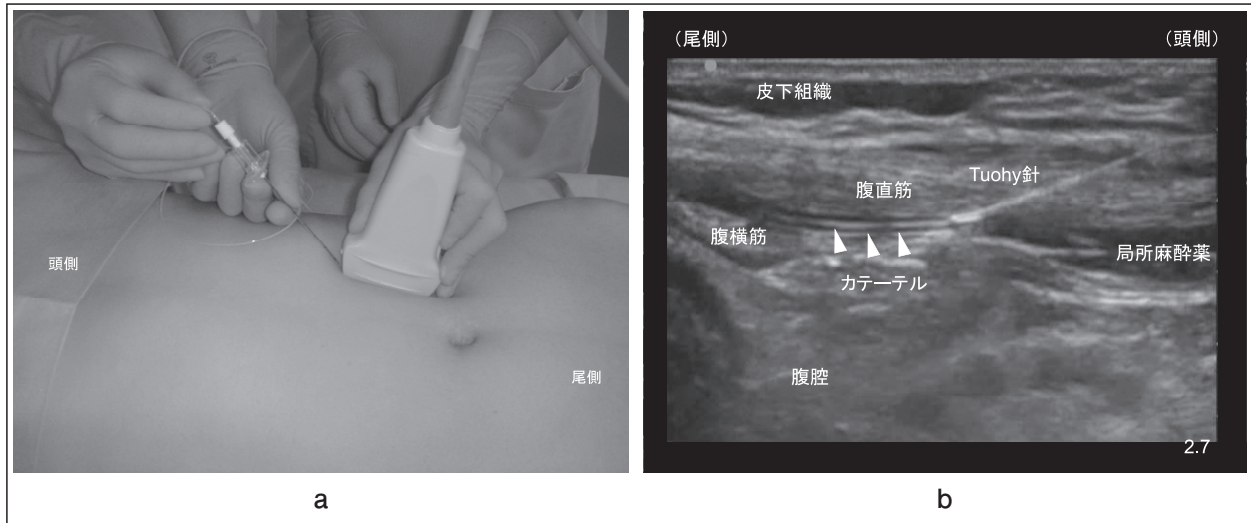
(a)腹直筋鞘ブロックでカテーテルを挿入している様子, (b) そのときの超音波画像
